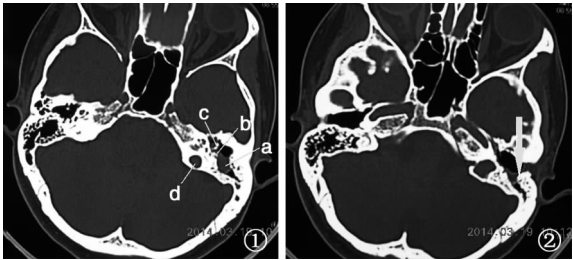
术前水平位 CT 扫描 a:外耳道胆脂瘤累及乳突腔; b:面神经管垂直段破坏;c:听骨链;d:颈静脉球高位
